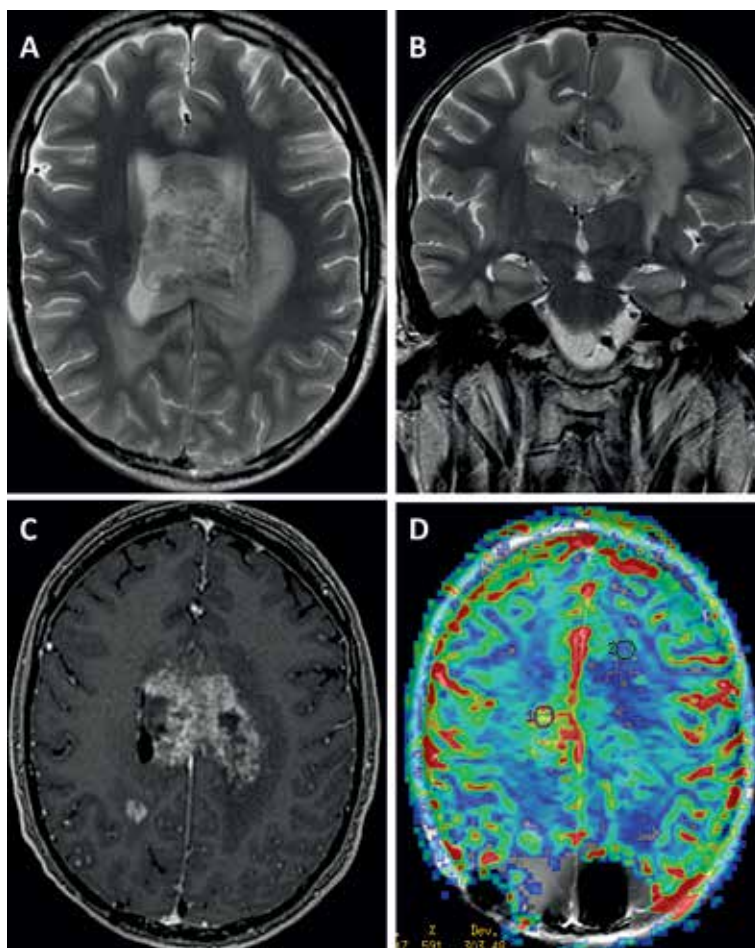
Rezonans magnetyczny głowy: obrazy T2-zależny (A) oraz FLAIR (B) w projekcji osiowej, obraz T1-zależny po podaniu środka kontrastowego (C), badanie PWI — mapa perfuzji (D). W okolicy ciemieniowej prawej przystrzałkowo widoczny owalny niejednorodny guz, ulegający niejednorodnemu, obwodowemu wzmocnieniu kontrastowemu. W badaniu PWI zmiana wykazuje cechy hiperperfuzji z podwyższeniem parametru względnej objętości krwi mózgowej (rCBV, *relative cerebral blood volume*) do 6,0; PWI (*perfusion weighted imaging*) — obrazowanie perfuzyjne metodą rezonansu magnetycznego
